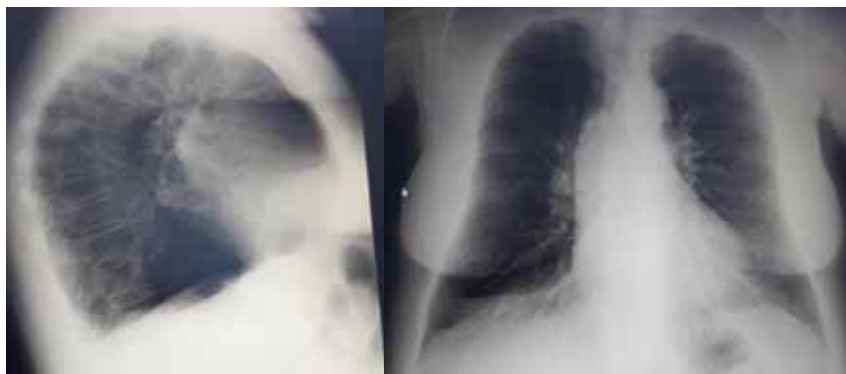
Radiografies simples de tòrax en projecció anteroposterior i lateral.
